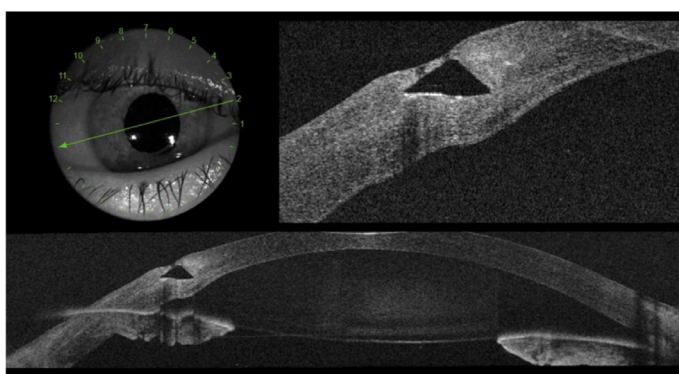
Tomografía de coherencia óptica de segmento anterior (OCT-SA) del ojo derecho (OD). Podemos observar el extremo del segmento intraestromal corneal (SIC) muy superficial.
